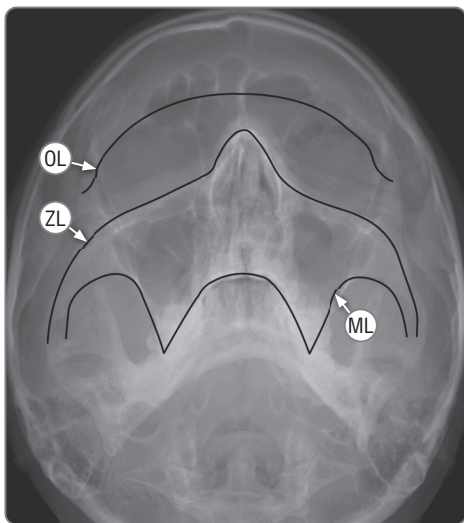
На рентгенограмме в затылочно-подбородочной под углом 30° проекции представлены линии Долана — глазничная линия (OL), скуловая линия (ZL) и верхнечелюстная линия (ML)
